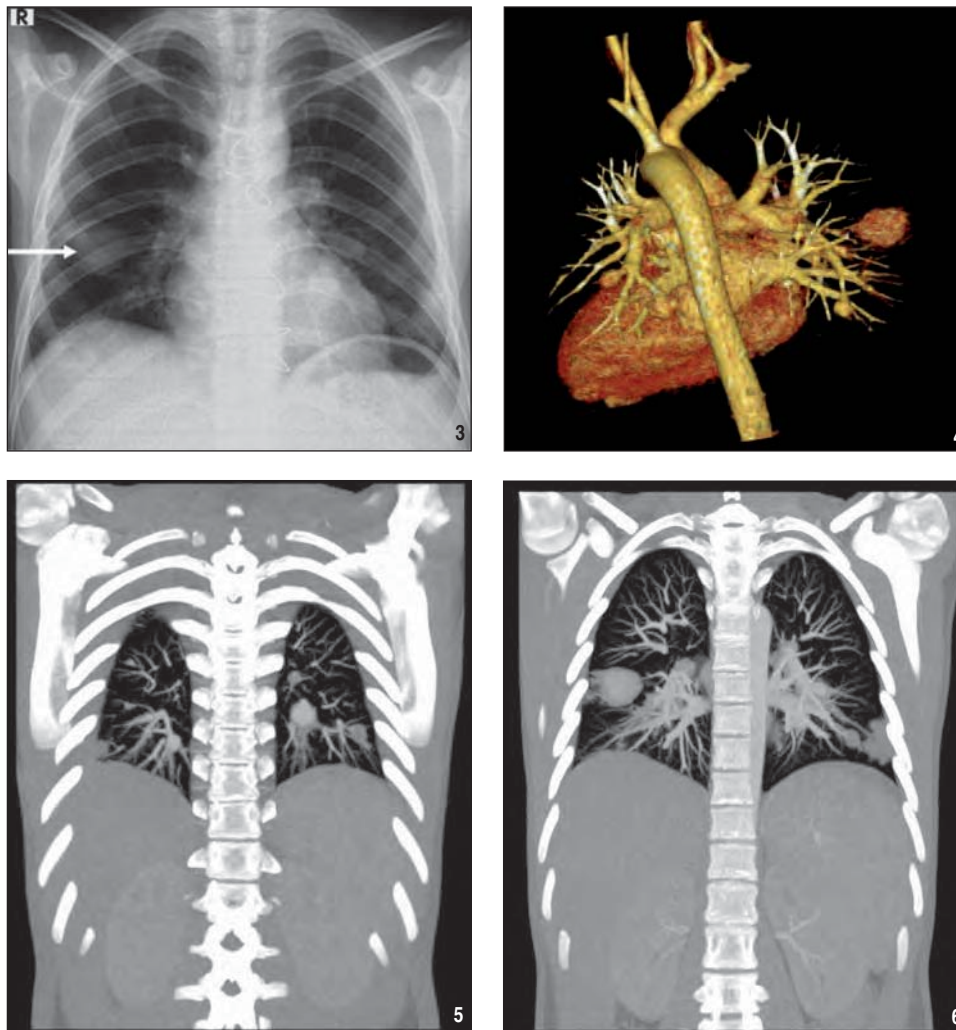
Chest X-ray and CT scan showing multiple aneurysms of pulmonary arteries and pulmonary veins with pulmonary embolism.
